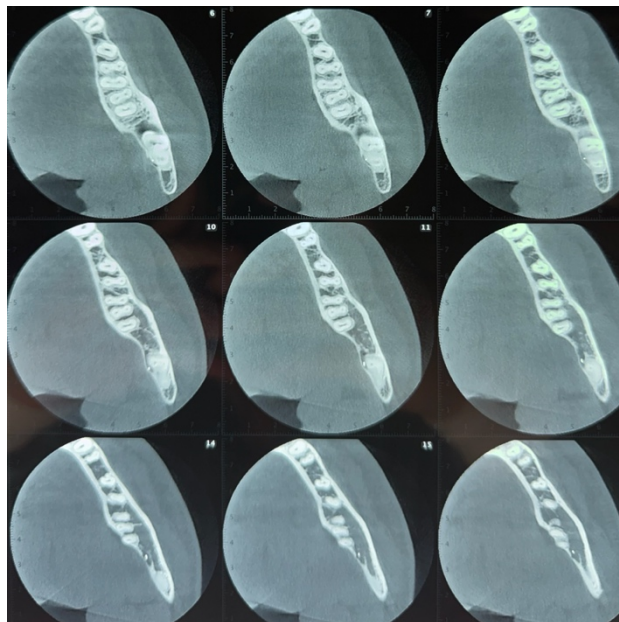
Coupes transversales du CBCT initiale.
